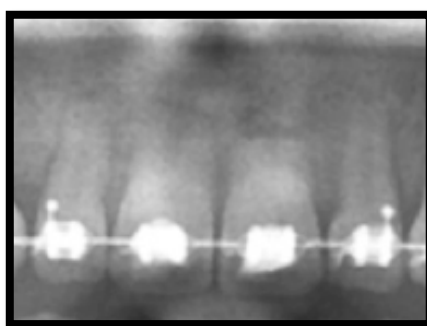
Radiografía periapical de un paciente que presenta reabsorción radicular.
